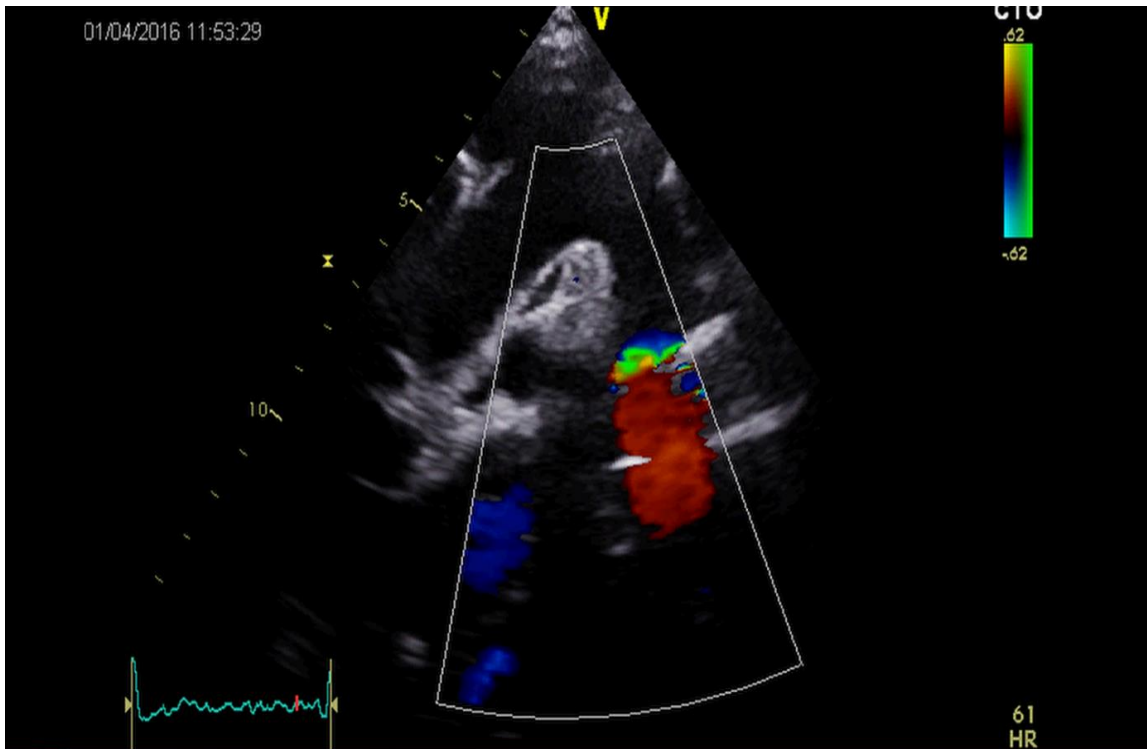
Vue supra-sternale chez la même patiente, avec au niveau de la striction isthmique, un aliasing au doppler couleur.
